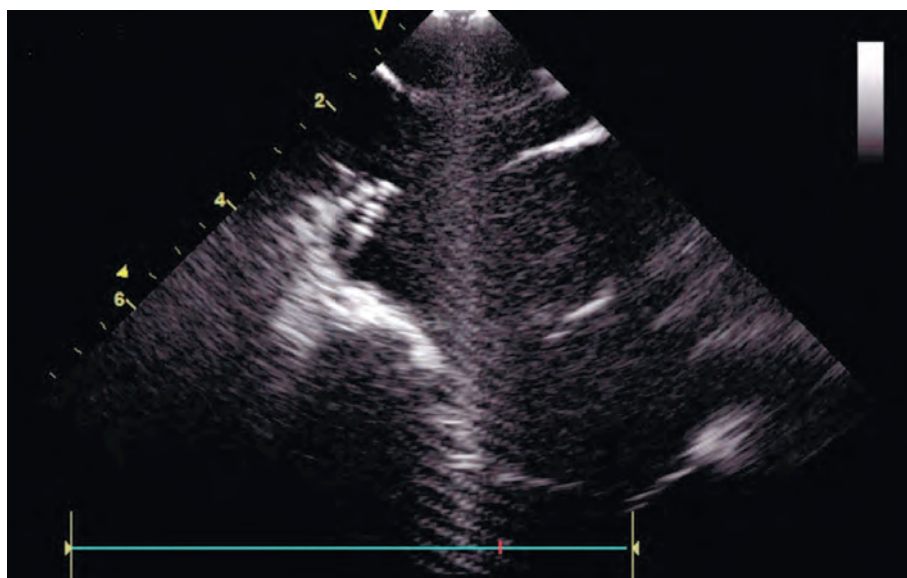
Радиочастотная абляция кавотрикуспидального истмуса под контролем внутрисердечной эхокардиографии.
